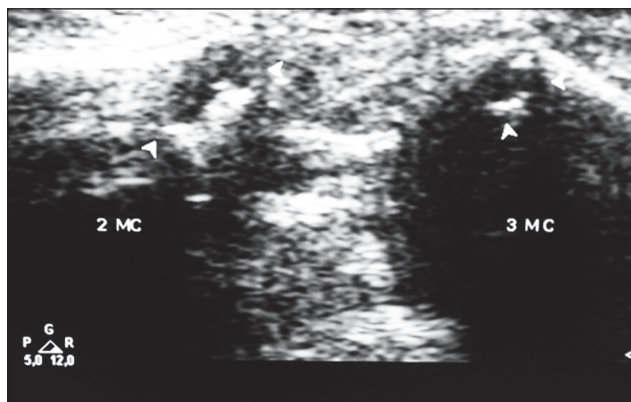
Сонографічне зображення двох крайових осередків Ольє, первинно скринінгово виявлених і рентгенологічно підтверджених (діаметром 2 і 3 мм)
